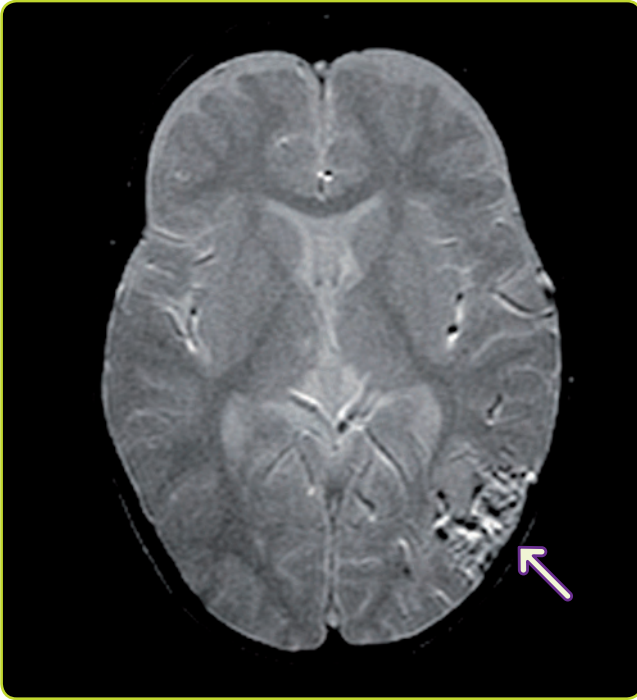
RM cerebral (T2) que muestra imagen en saco de gusanos correspondiente a malformación arteriovenosa a nivel parieto-occipital izquierda.
